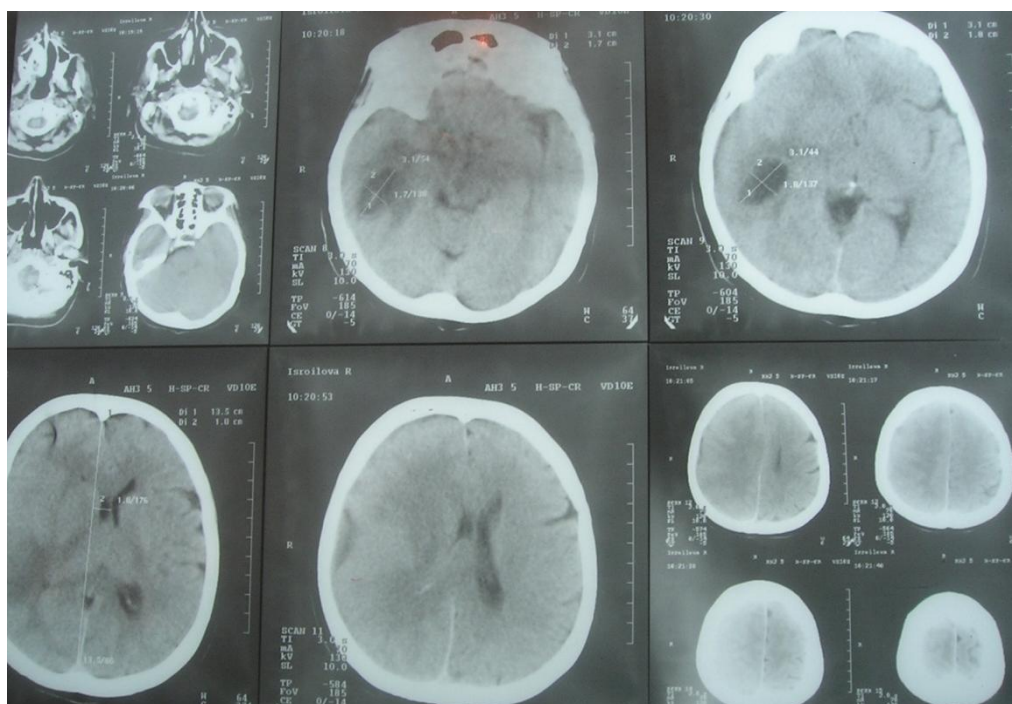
КТ больной Р. Абсцесс височной доли головного мозга справа
